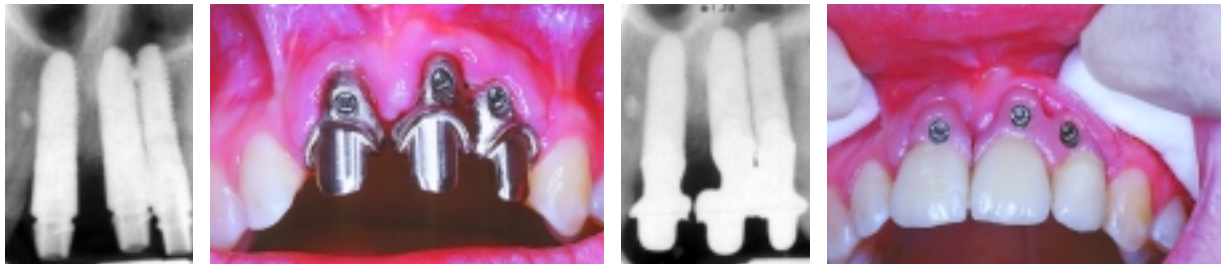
XiVE-Implantate Regio 11 (D5.5/L15), 21 (D5.5/L15) und 22 (D4.5/L15). – Abb. 2: Gerüstanprobe. – Abb. 3: Zahnfilm Röntgenkontrolle der Gerüste. – Abb. 4: Kronenanprobe.
